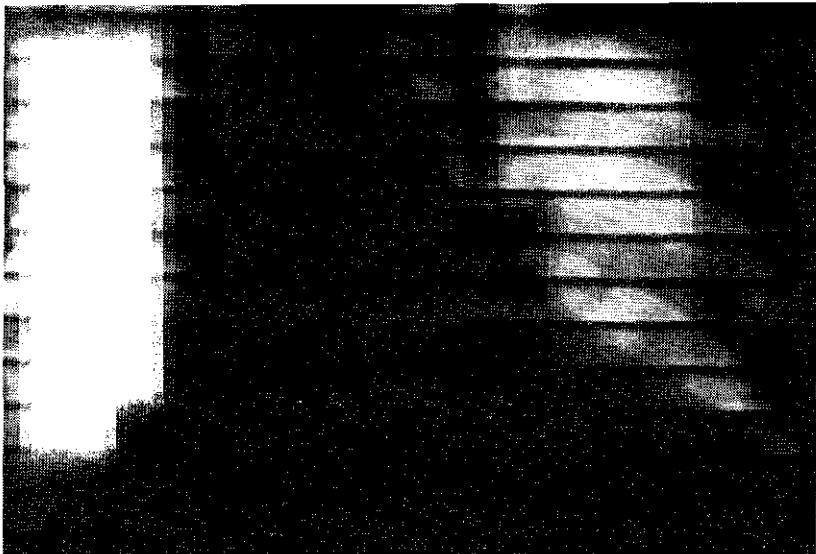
Рентгенокимограмма больной Г., 42 лет с миокардитом типа Абрамова — Фидлера, развившегося на фоне семейной ГКМП.
